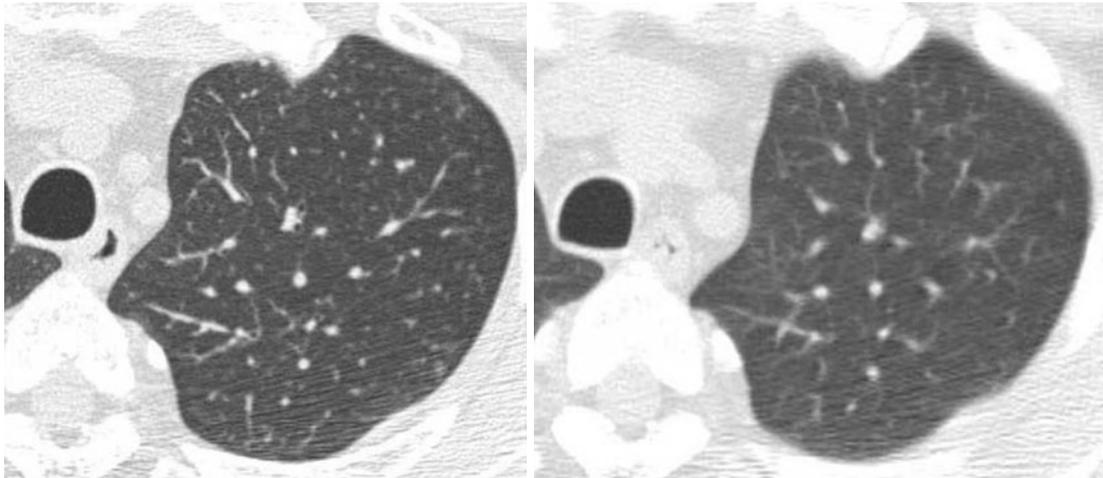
HRCT taken in the same institution. The left picture on admission shows diffuse centrilobular shadows in both lung fields. The right picture shows that after avoiding antigen, the centrilobular shadows disappeared.
